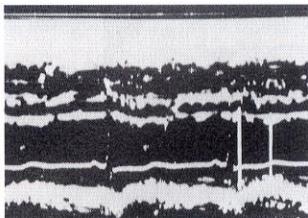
Mモード心エコー図における心室中隔、左室腔、左室後壁
